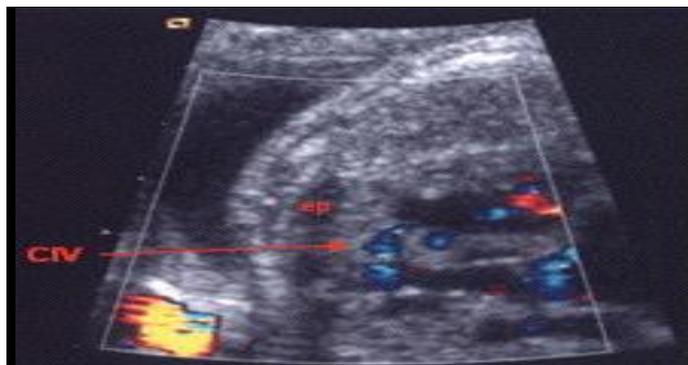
Échocardiographie d'une CIV musculaire apicale. [8]
